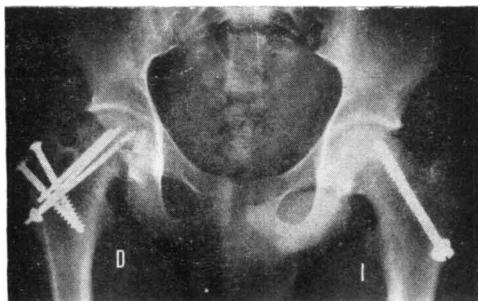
Radiografía anteroposterior de ambas caderas del caso 4 postoperatoria y a los cuatro meses de la intervención, mostrando cerrados los cartilagos de crecimiento. La reducción de la cadera intervenida por nosotros (derecha) es buena y no hay trastornos ni de la esfericidad de la cabeza ni pinzamiento de la interlínea articular.
